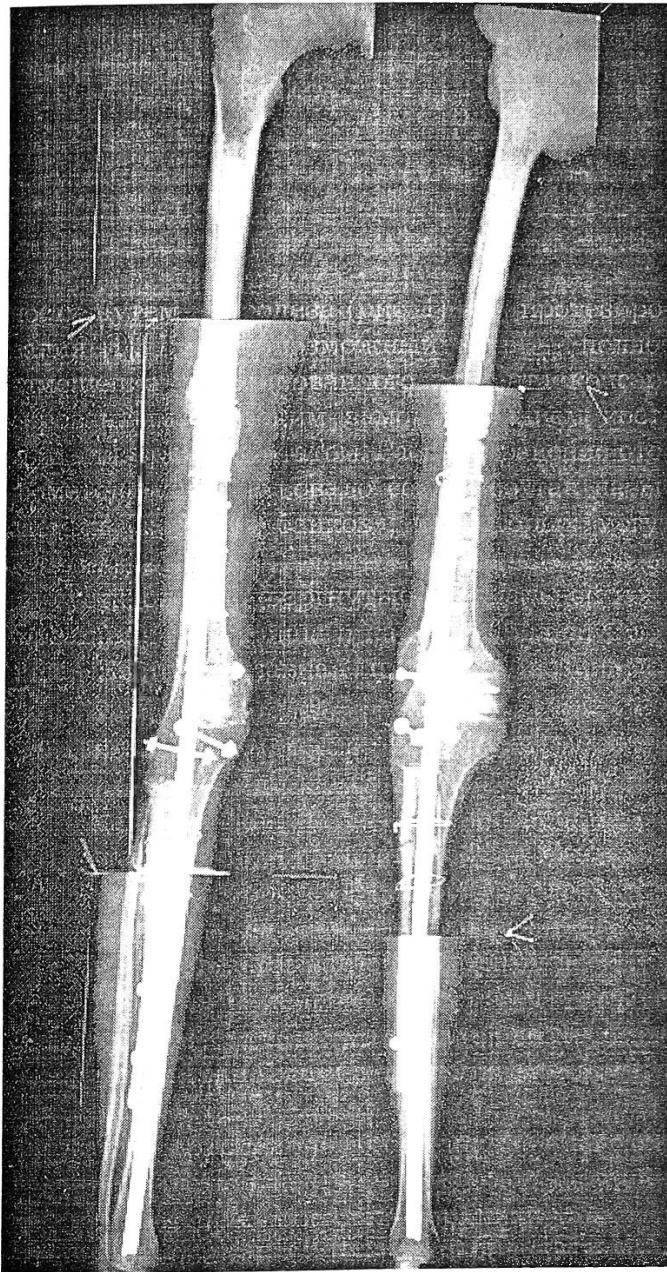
Рентгенограмма больного 21 года с остеосаркомой дистального метафиза бедренной кости через полгода после обширной резекции и артродеза по Путти с применением интрамедулярной фиксации гвоздем. Дефект медиальной части бедренной и латеральной части большеберцовой кости замещен аллотрансплантатом.
